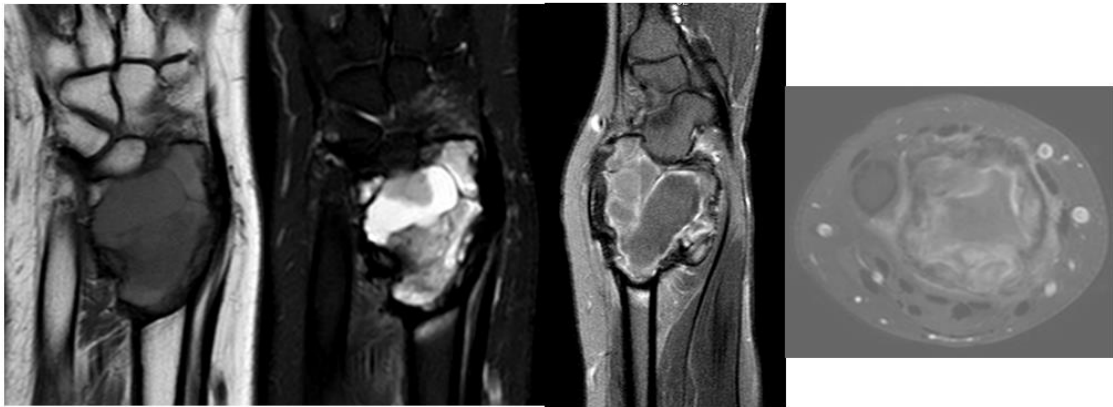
Tumor de células gigantes: masculino, 24 anos radio distal, classificação IB (Ressonância), $>2/3$ preenchido com nível líquido, presença de conteúdo sólido, edema perilesional, sem fratura. Pontuação 3.
